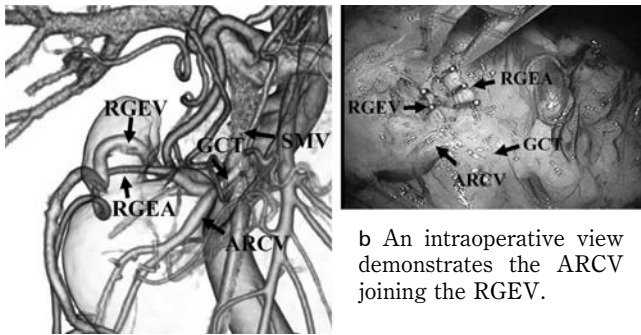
Multiphase fusion image. The fused image of 3D-CT arteriography and venography shows simultaneously the arteries and veins around the stomach.
